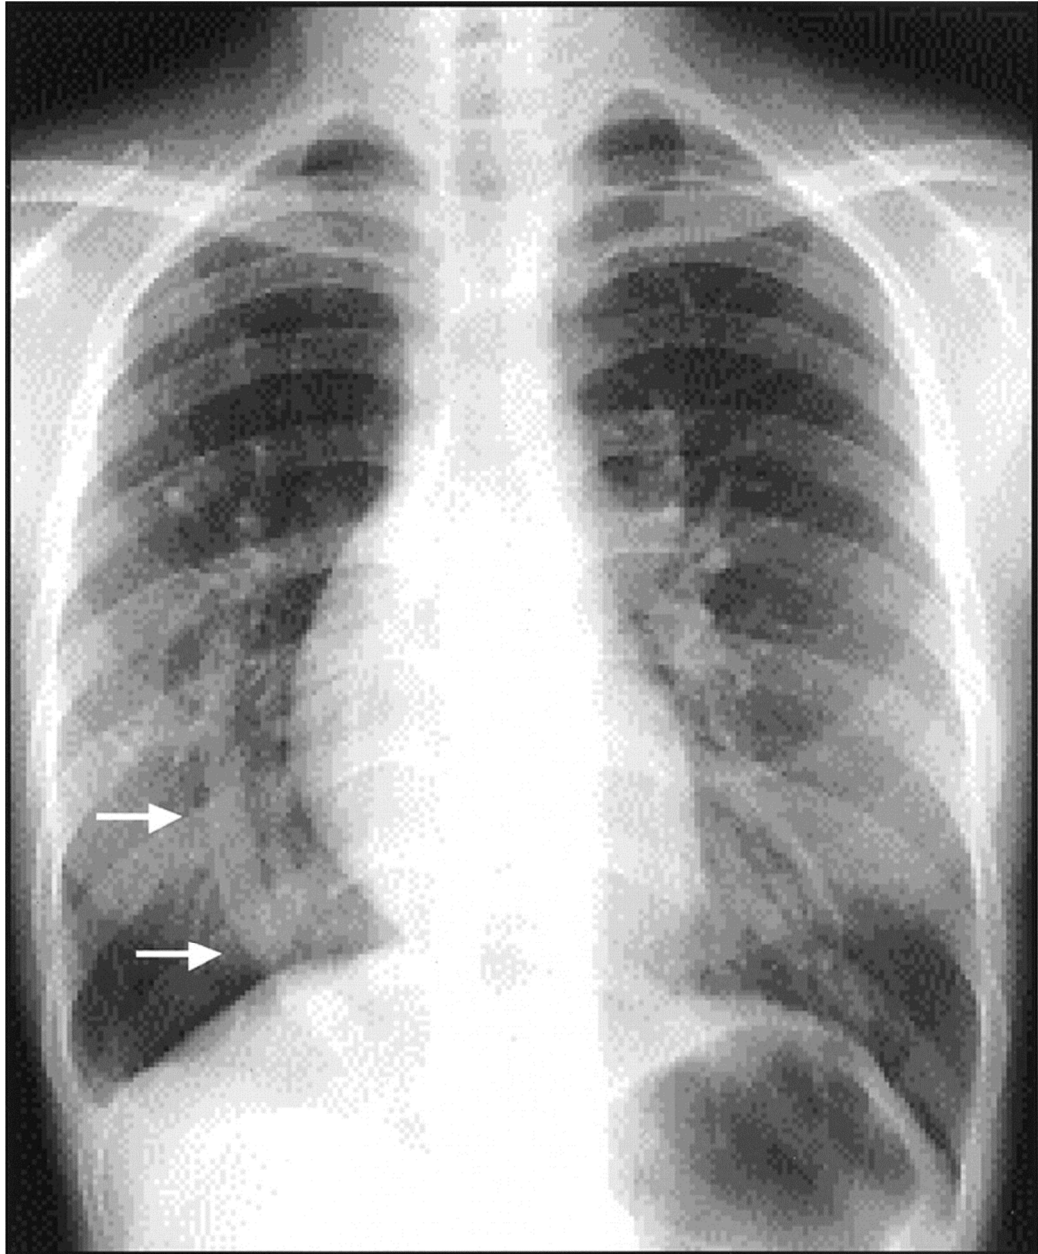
Radiographie du thorax face montrant une opacité basale droite. [84]
